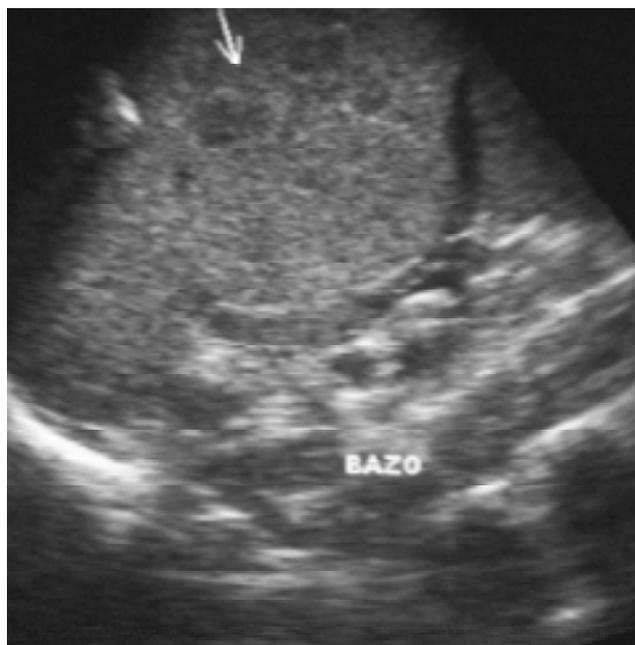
Ultrasonido transversal del bazo que muestra lesiones nodulares hipoeoicas con halo de mayor ecogenicidad (flechas).
